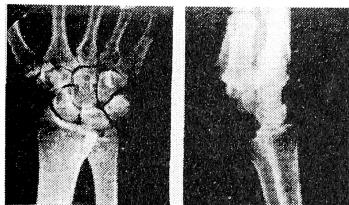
Рентгенограмма больного А., 47 лет: застарелый ладонный вывих головки правой локтевой кости в дистальном лучелоктевом суставе давностью 2,5 месяца.
